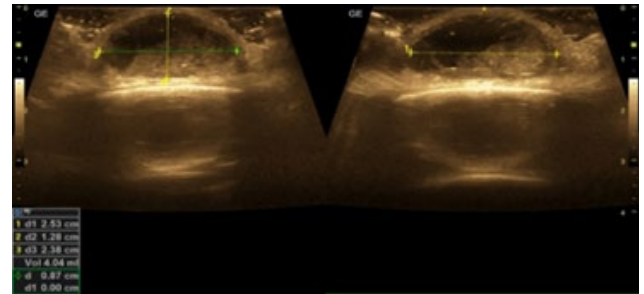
Ecografía modo B: lesión ovalada, quística, de contenido heterogéneo que genera refuerzo acústico posterior con artefacto de “imagen en espejo” posterior al hueso craneal.
